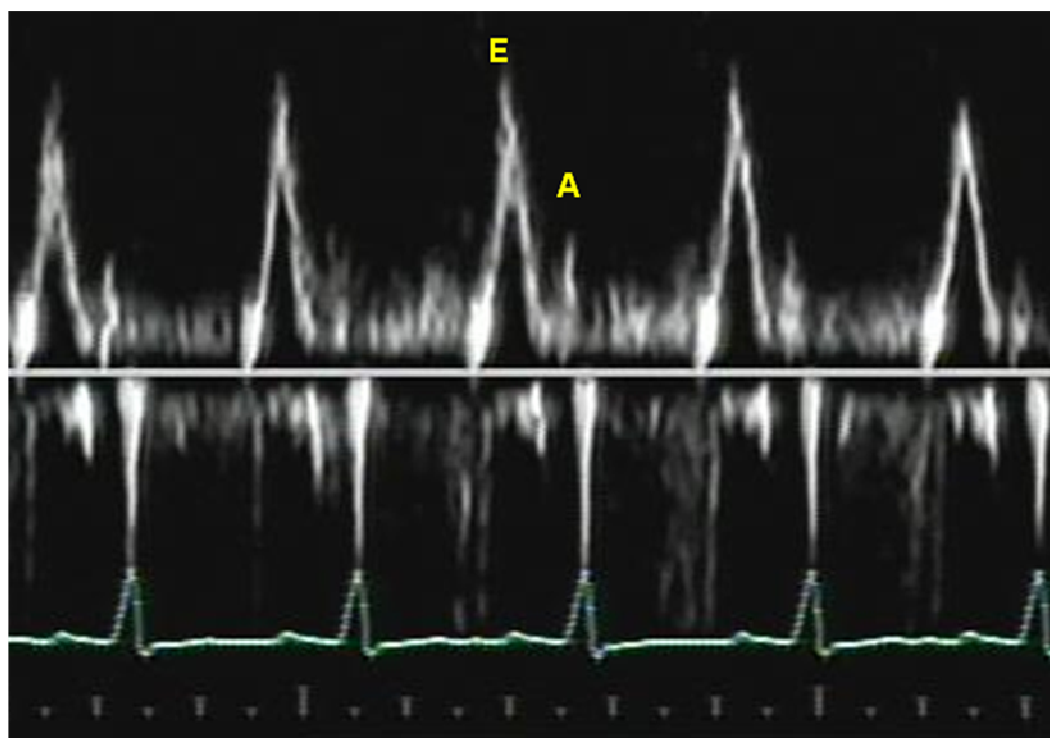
Curva espectral do Doppler pulsátil, ilustrando o fluxo transvalvar mitral na fase de enchimento rápido (onda E) e de contração atrial (onda A).
